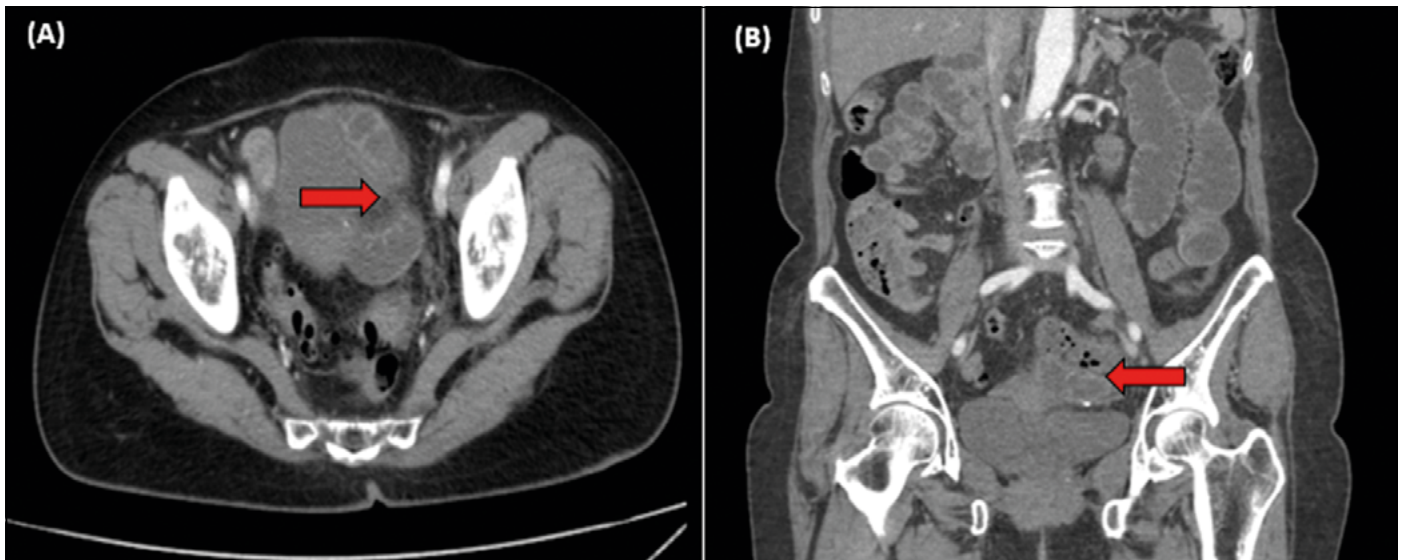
TC de abdomen, corte axial con asa delgada en bucle (flecha), aparentemente zona de transición de este (A), corte coronal se evidencia desplazamiento uterino hacia el lado derecho con presencia de asa intestinal (flecha) en zona aneal izquierda (B). Fuente: tomada de los registros de imagen del paciente.
